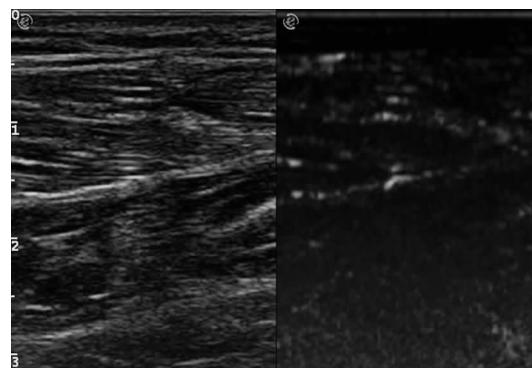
超声造影显示腓肠肌内低灌注区域 (低灌注增强)
